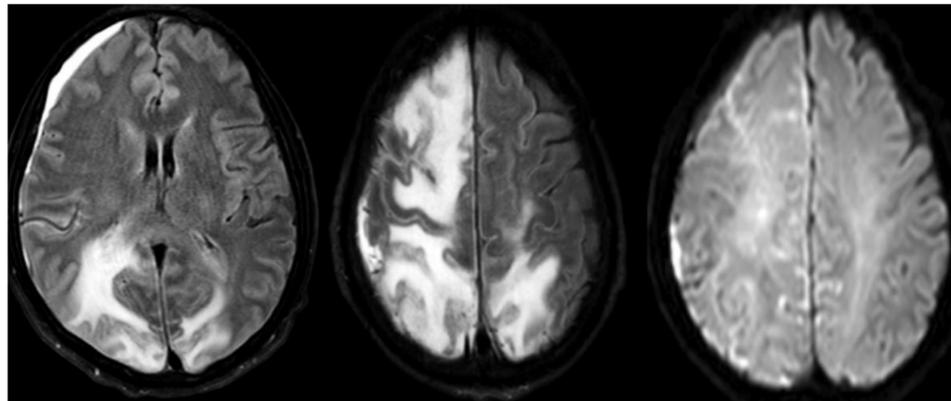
Imagen de Resonancia magnética de Encéfalo en protocolo FLAIR y DWI en cortes axiales. Se evidencian áreas de edema cerebral vasogénico bilateral a predominio derecho asociados a focos de restricción a la difusión, con predominante compromiso giral. Adicionalmente se observa hematoma subdural frontal derecho subagudo.
